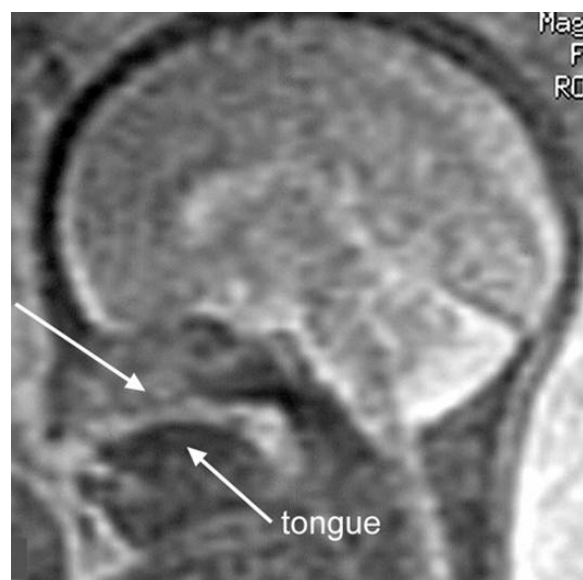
RMN (T2 SSFSE) labiopalatoschisi monolaterale (21 settimane). Sezione sagittale.
